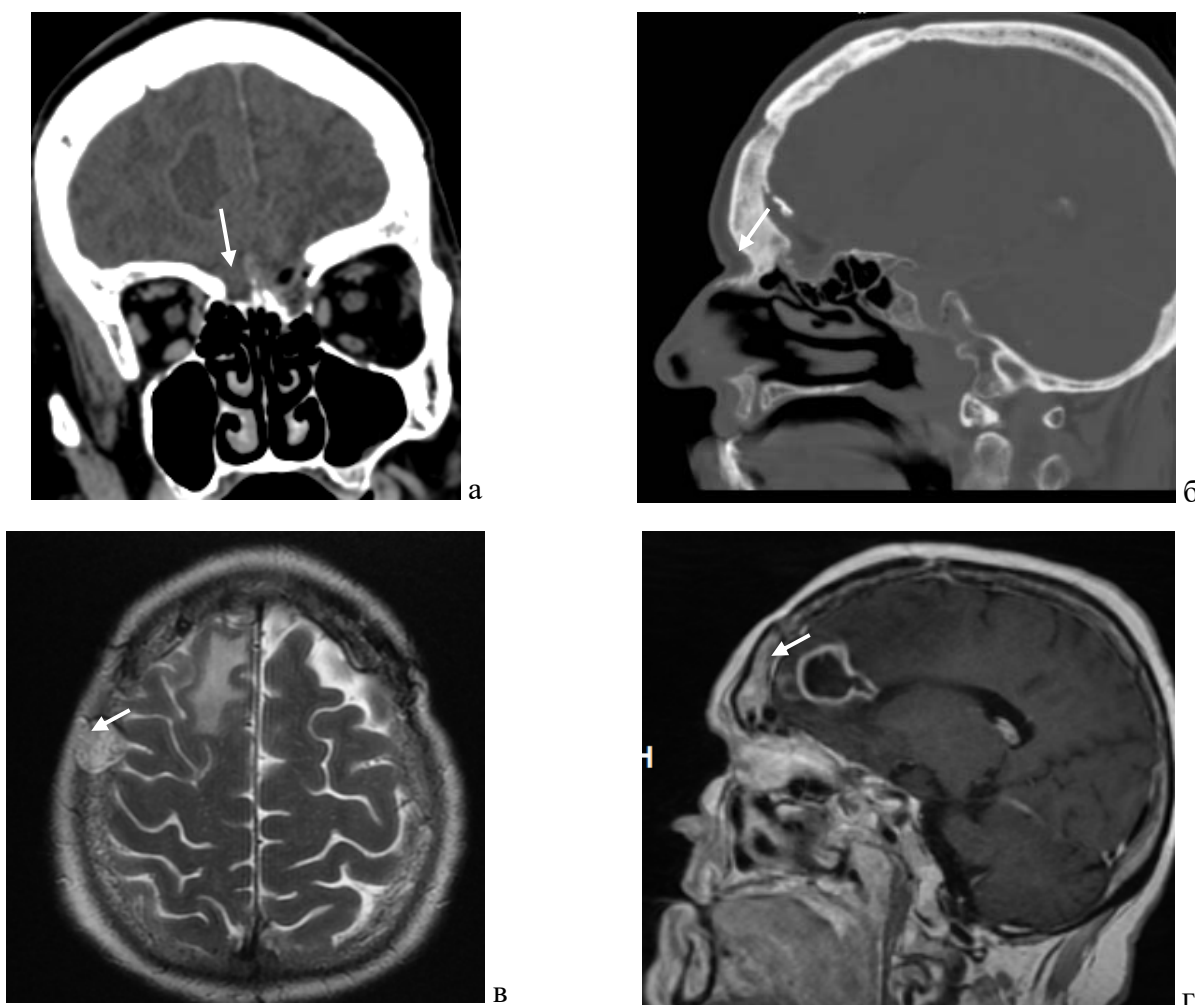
КТ головного мозга: а - фронтальная проекция, дефект передних отделов крыши решетчатого лабиринта слева (указан стрелкой), б - сагиттальная проекция, область дефекта указана стрелкой; в,г) МРТ головного мозга: в - аксиальная проекция, T2 режим, обызвествленная менингиома теменной области слева (указана стрелкой); г - сагиттальная проекция, T1 режим, абсцесс лобной доли правого полушария (указан стрелкой)
